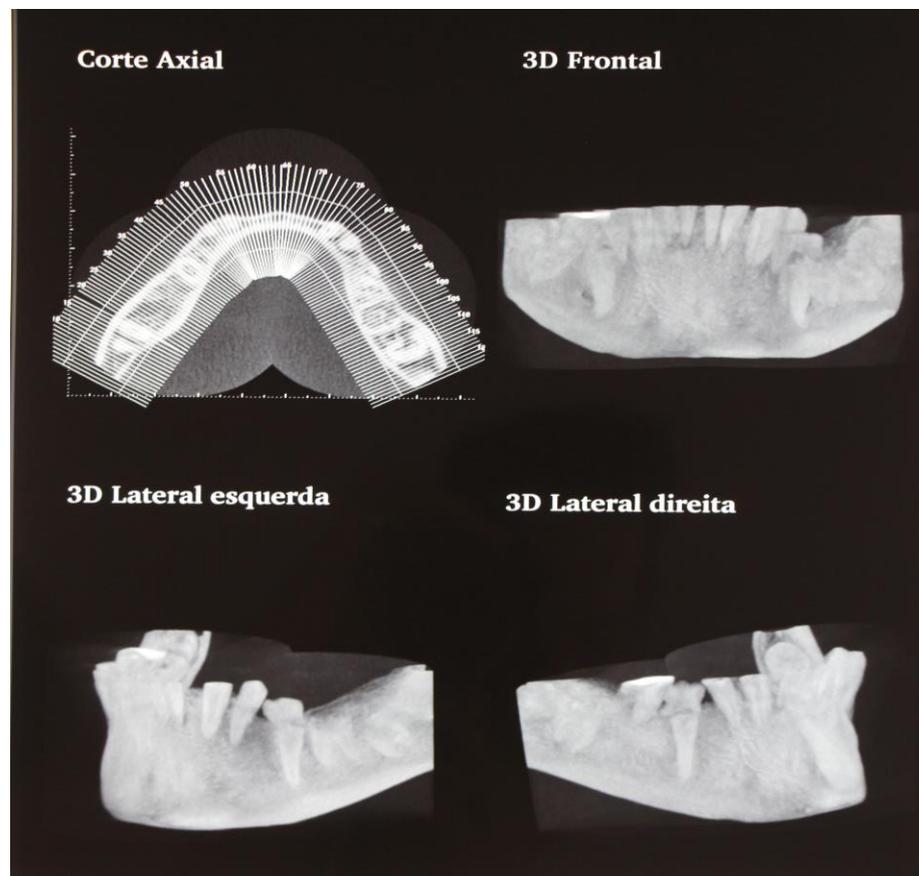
Tomografia computadorizada,dente (47,48) .
